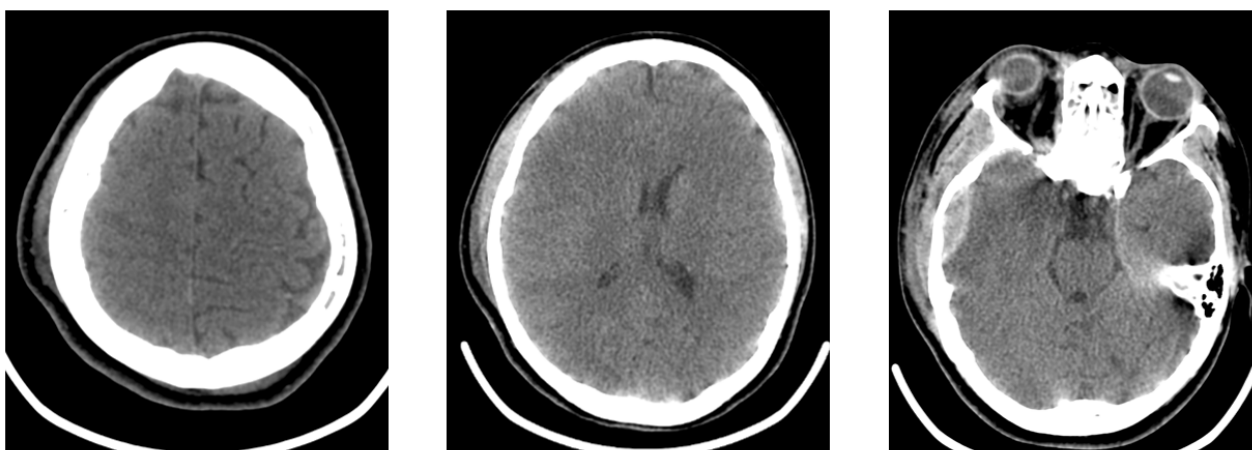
КТ головного мозга на момент поступления в ОРИТ
